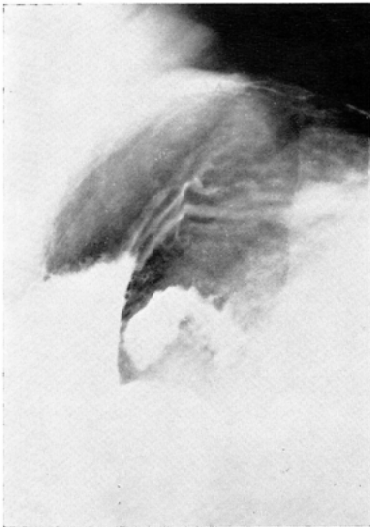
Right lateral decubitus position with double contrast. Type IIa. Roentgenogram shows a few lines of the mucosa, extending from the cardiac orifice to the body of the stomach. A few long lines of the mucosa radiate from the orifice are noted.
